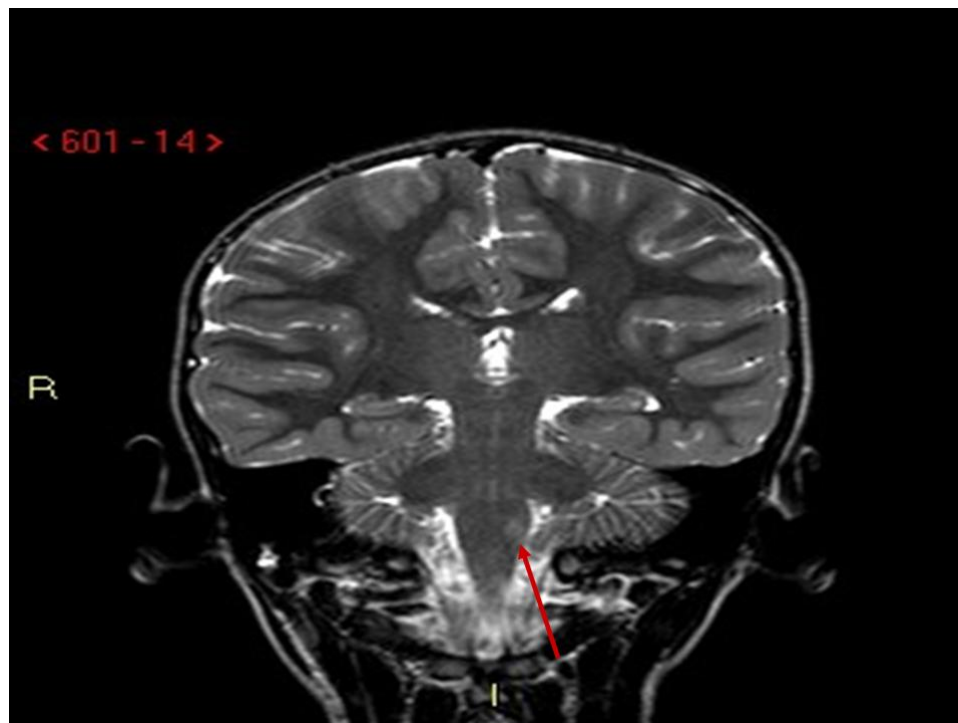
RMN. Coronale TSE T2: piccola lesione iperintensa a carico della porzione posteriore del bulbo compatibile con piccola lesione ischemica recente.
